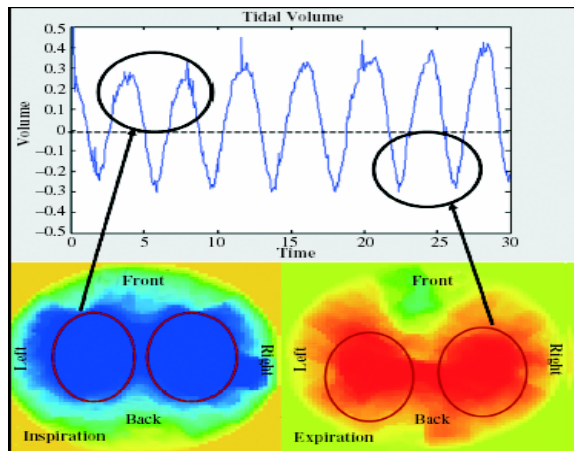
Нижня панель показує електроімпедансну томограму грудної клітини, отриману при максимальному вдиху і видиху для розрахунку ДО, показаного спірограмою на верхній панелі
